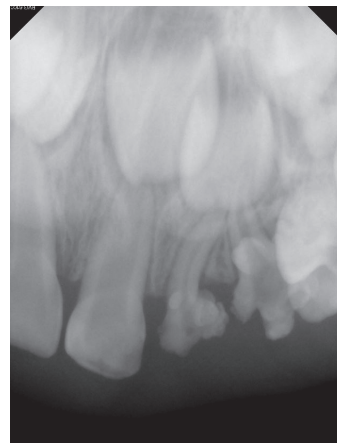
Periapical view at 1 year follow up (3Y2M).
